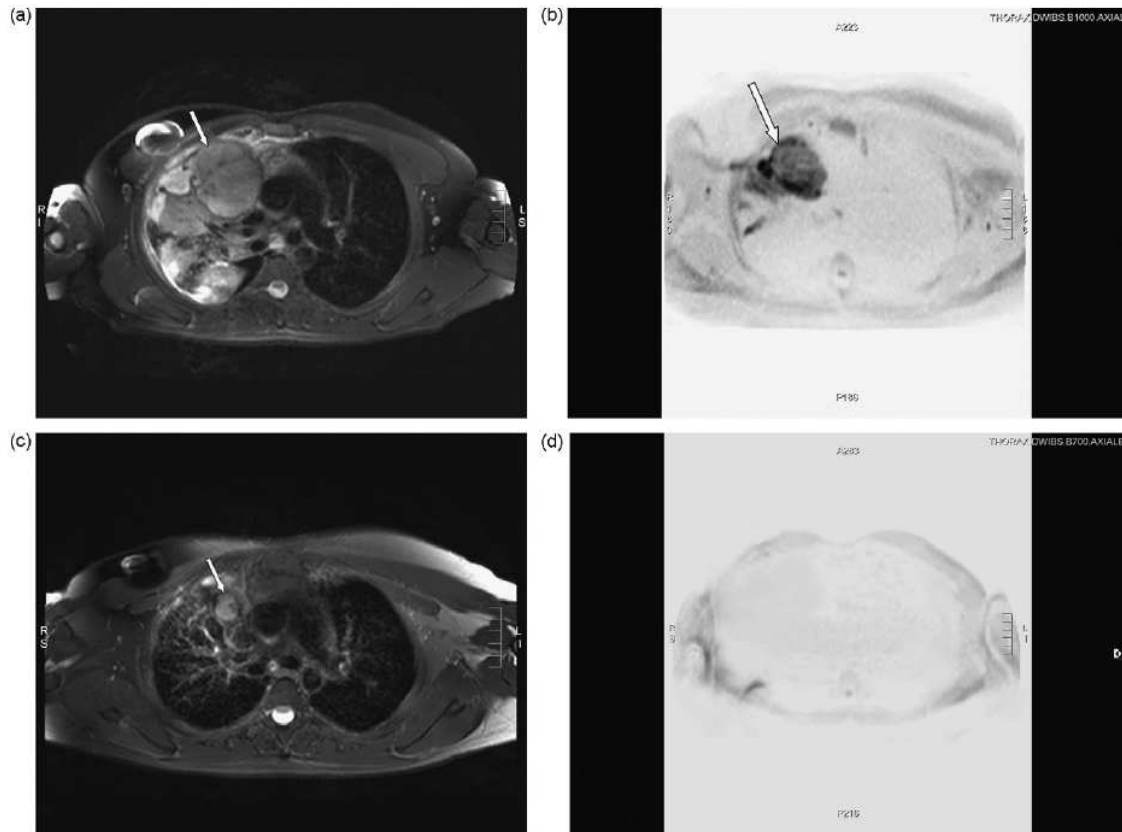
MRI and DW-MR images (Intera Achieva 3T, Philips Medical System, Best, the Netherlands), in a patient with mediastinal mass from Hodgkin's disease undergoing chemoradiotherapy treatment. (a) Axial T2-weighted MR image before treatment. Mediastinal mass (arrow). (b) Axial diffusion weighted image before treatment shows increased diffusion within the mass (arrow). (c) Axial T2-weighted MR image following chemoradiotherapy shows the residual mediastinal mass. (d) Axial diffusion weighted image following chemoradiotherapy shows no diffusion abnormality in the mediastinum. The patient remains well 2 years after the end of treatment.
